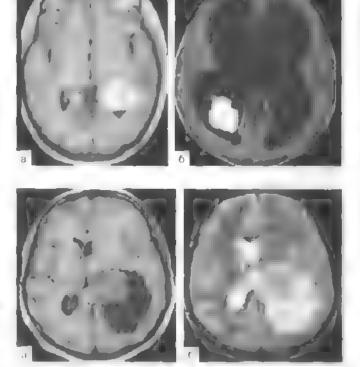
Менангиома, рысположенная в области госу пилого силетения вонето рога левого боко выполе тулотка. МРТ с вонирає плам усилением г. 1, режим. б. 1, режим.
